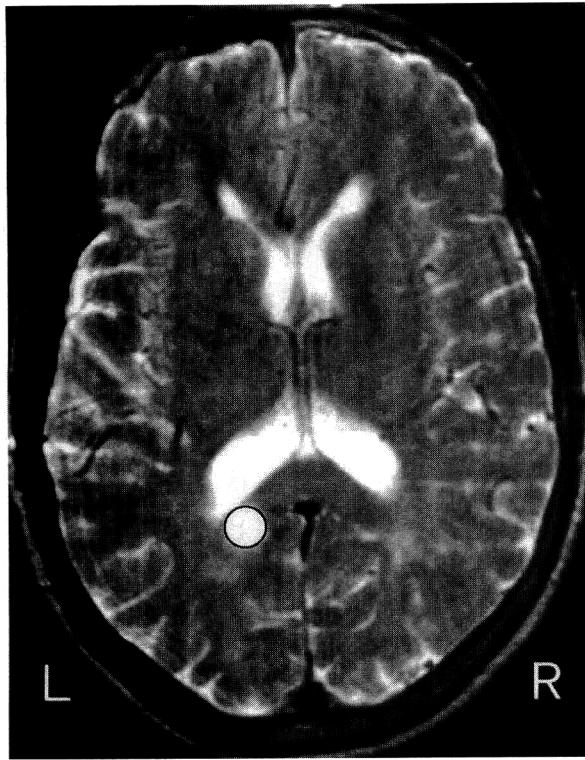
半視野大脳性色覚異常症例のMRI T2強調画像。脳梁膨大部左側の円形で示した場所が病巣。
